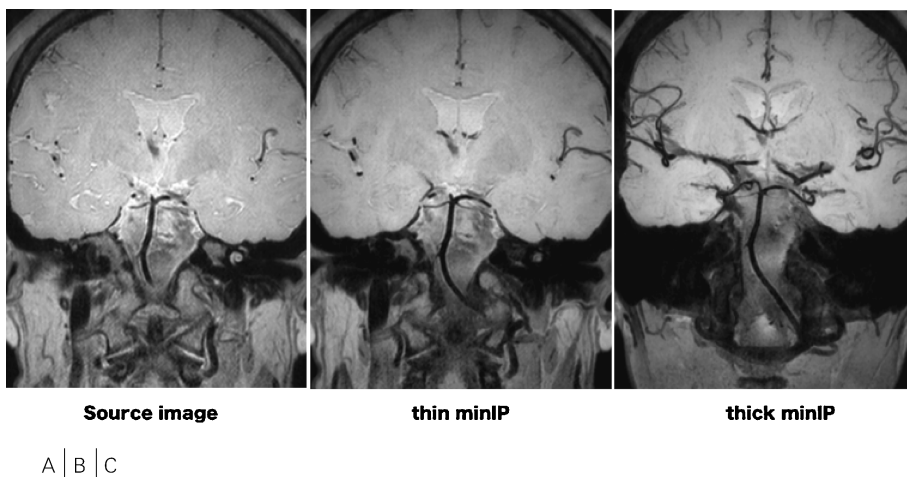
MR images of the healthy volunteer. (A) Source image by LRFA-3DTSE. (B) MR image was made by thin MinIP. (C) MR image was made by thick MinIP.
